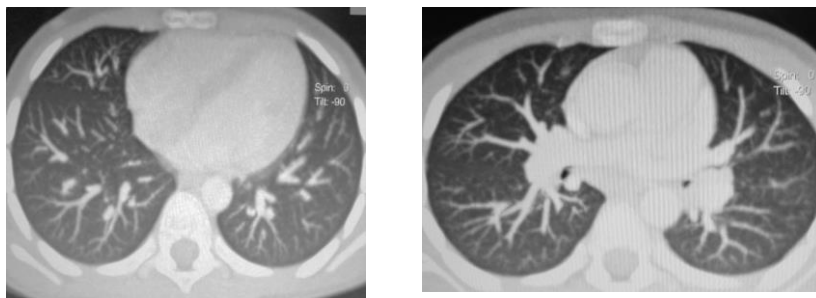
TC a cutiei toracice: în proiecția segmentelor S5 subpleural dreapta se determină fibroză locală 0,5-0,6 cm, bine delimitată. Ganglionii limfatici paraaortali pe stânga (adiacent arcului Ao 1,4x0,9 cm), bronhopulmonari pe dreapta 1,2x1,0 cm, grup de ganglioni limfatici axilar pe stânga 1,8x2,7 cm. Sector hipodens în proiecția glandei parotide pe dreapta
